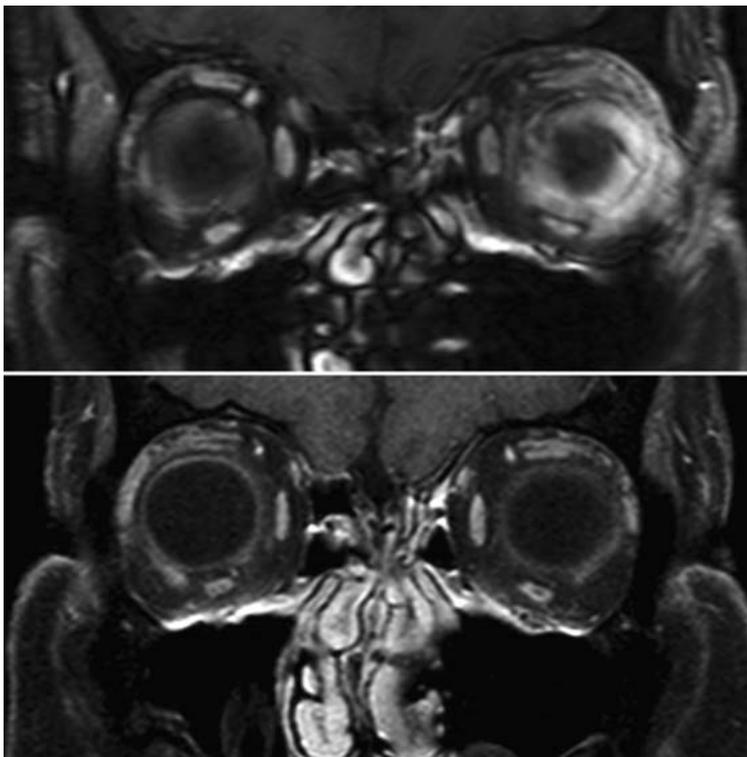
Die MRT-Untersuchung (koronare Schichtung, T1-Wichtung nach Kontrastmittelaufnahme) des in Abb. 2 dargestellten Patienten zeigt eine Verdickung und deutliche Kontrastmittelaufnahme der posterioren Sklera und des umgebenden Gewebes links (oben). Nach Therapie mit Prednisolon sind diese Veränderungen komplett verschwunden (unten).
